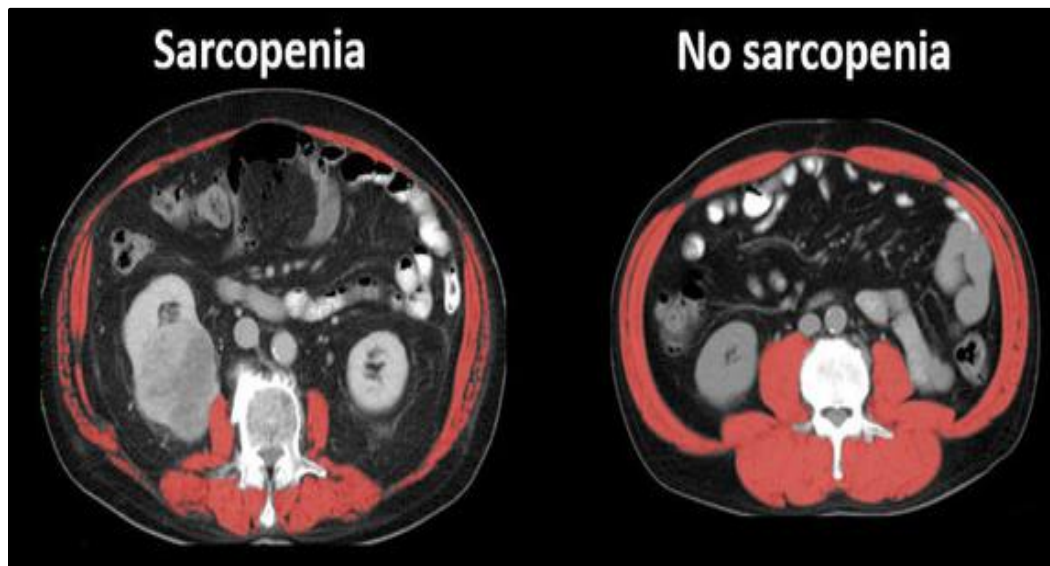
Images tomographiques d'un cas sarcopénique et autre non sarcopénique. La surface de la masse musculaire apparaît en rouge (Miller et al., 2017).
